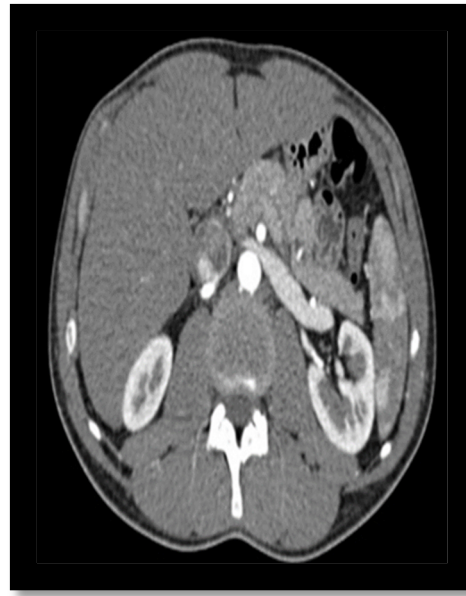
CT angiography of a patient with “the nutcracker syndrome” (transversal projection).
